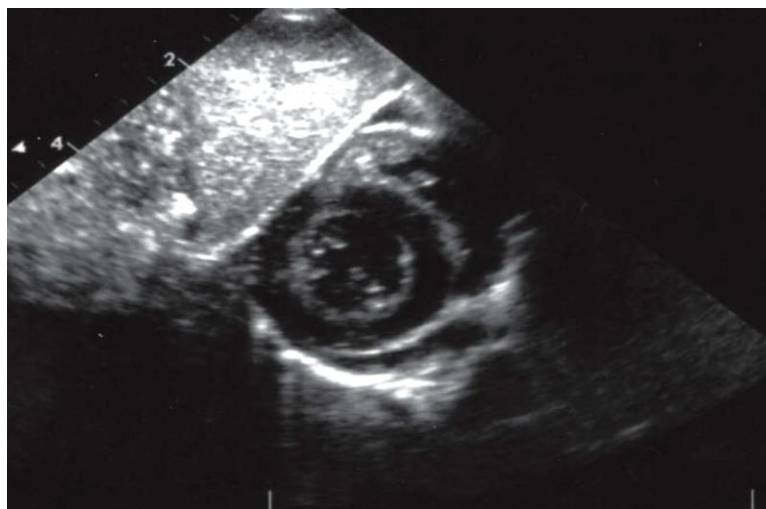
Echocardiographie par voie sous-costale CIV sans HTAP.
